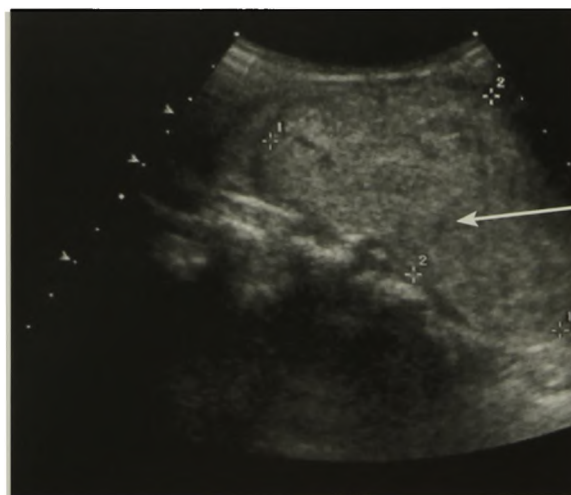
УЗИ щитовидной железы. Большой узел (аденома) в ткани железы указан стрелкой
